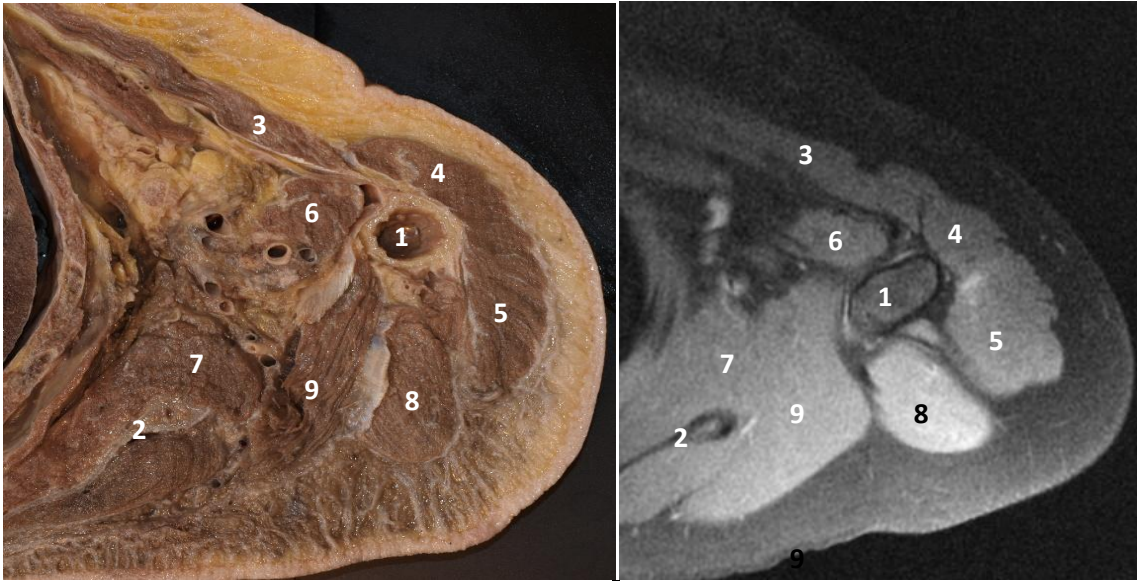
Corte axial del hombro a la izquierda y sección correlativa de RM potenciada en T2 con supresión grasa a la derecha: 1. Húmero; 2. Escápula; 3. Músculo pectoral mayor; 4. Músculo deltoides (anterior); 5. Músculo deltoides (posterior); 6. Músculo coracobraquial; 7. Múscuo subescapular; 8. Músculo tríceps braquial; 9. Músculo infraespinoso.
